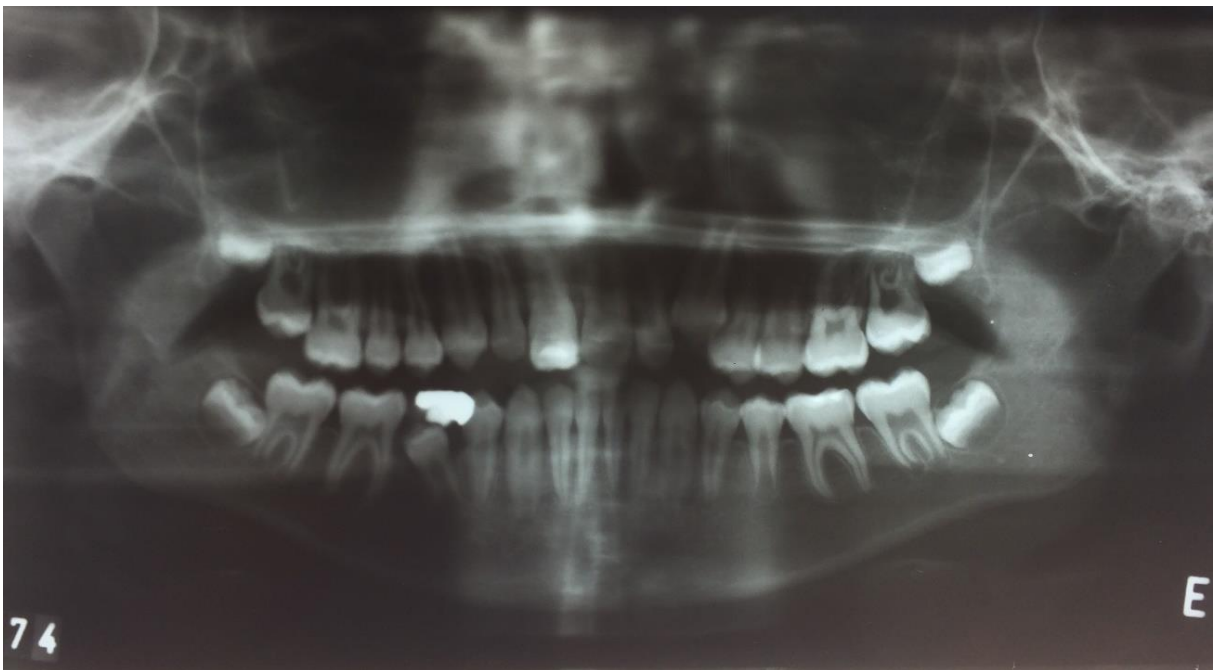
Radiografia panorâmica realizada posteriormente à confecção da PDP.
